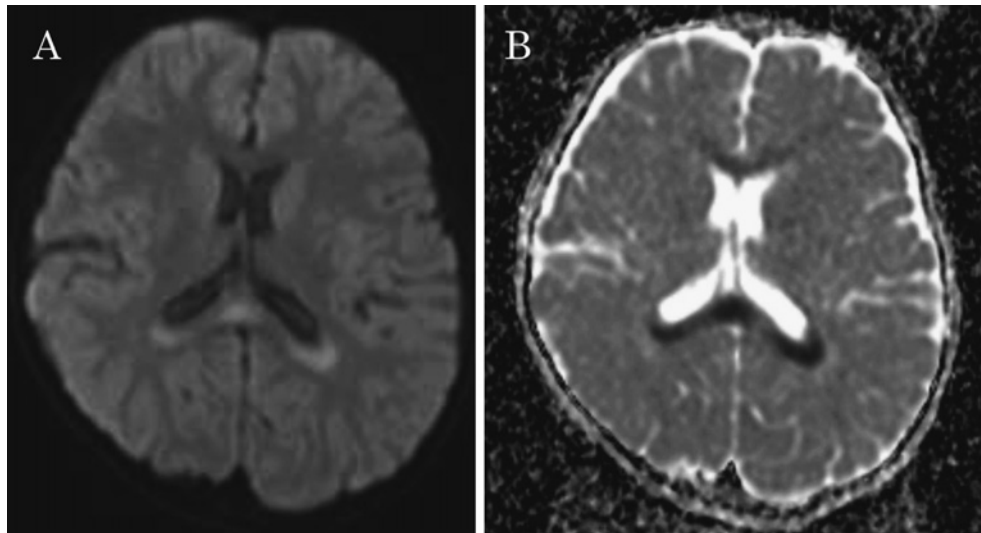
Magnetic resonance image of the brain
